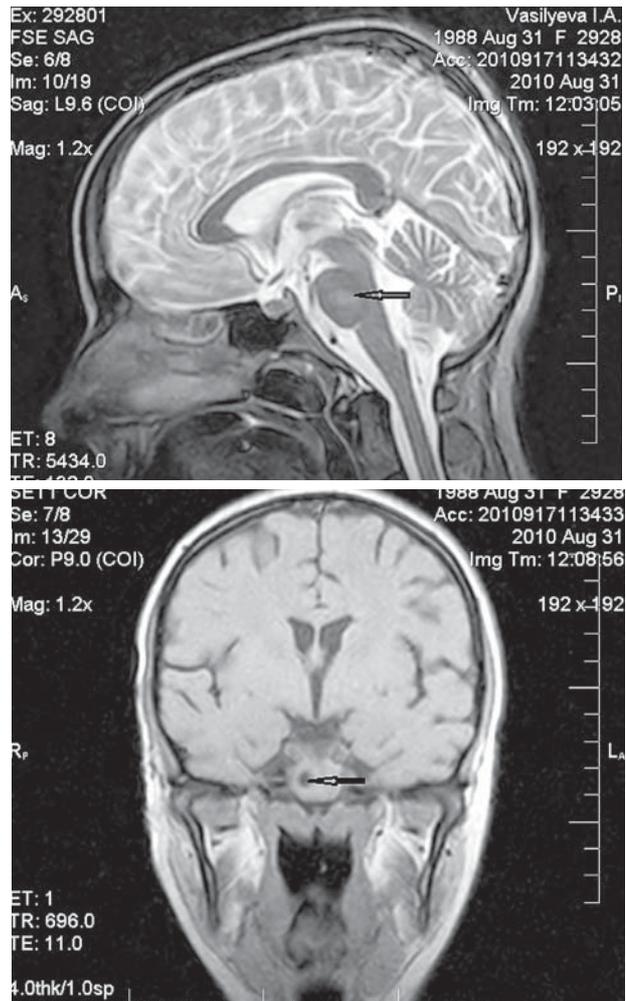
МРТ больной В. Острый период ЭВ. Стрелками показано очаговое поражение в области моста (собственное клиническое наблюдение)
